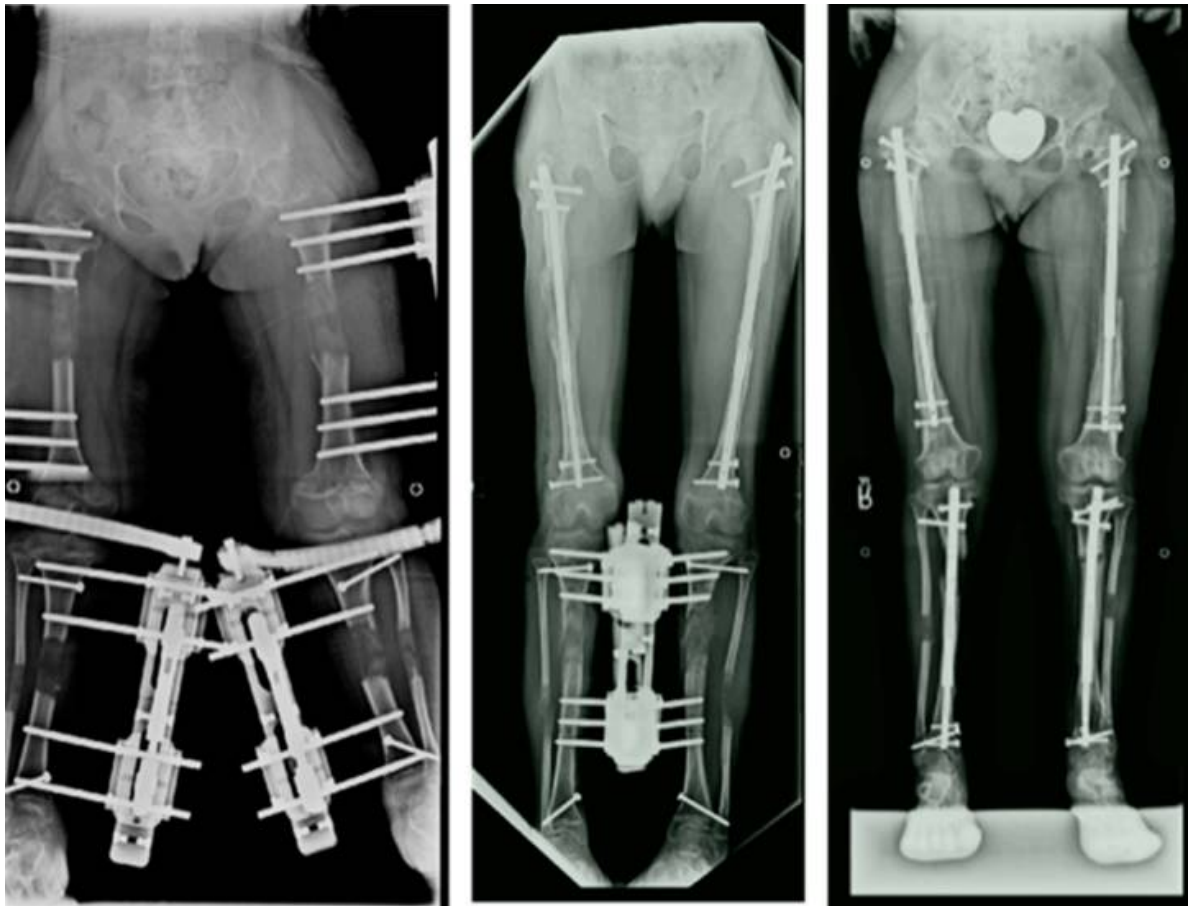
Radiographies montrant un allongement des 4 segments avec : 4 fixateurs externes (à gauche) ; Hybride : 2 clous d'allongement implantables dans les deux fémurs et deux fixateurs externes (au milieu) ; et 4 clous d'allongement implantables dans les deux fémurs et les deux tibias (à droite) chez des patients achondroplases. (249)
